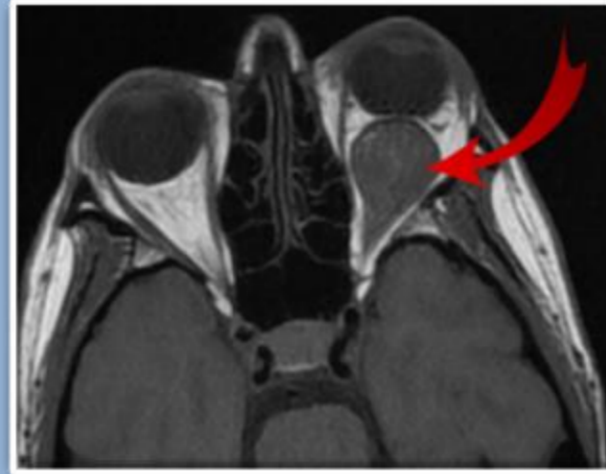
IRM orbitaire en coupe axiale objectivant une tumeur desmoïde de l'orbite gauche.
